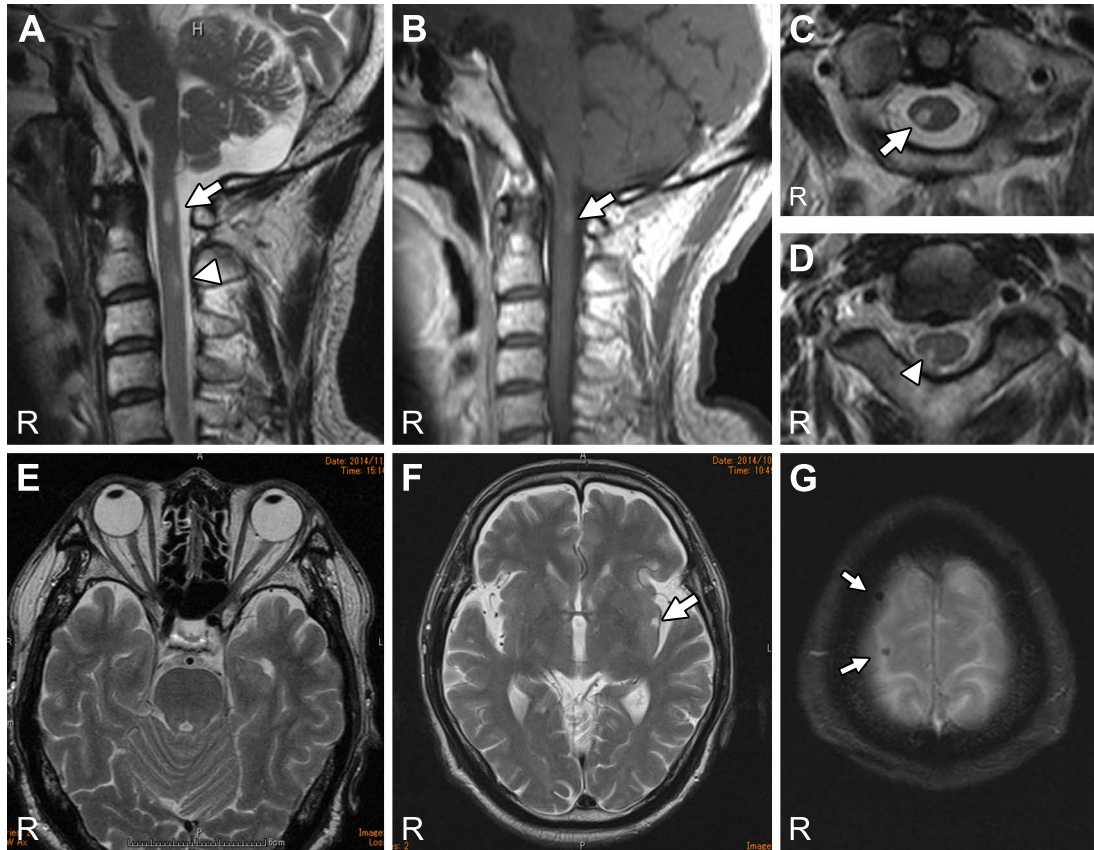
Magnetic resonance imaging at admission (1.5 T).
